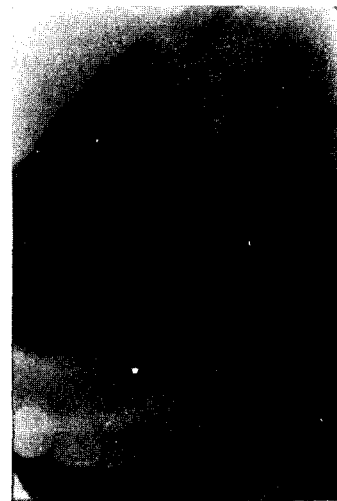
낭종과 같은 병소가 occlusal radiograph상에서 하악의 설측팽창. 하악 제1대구치의 이동, 하악제2소구치와 제1대구치의 측방 치근 흡수를 보인다.
